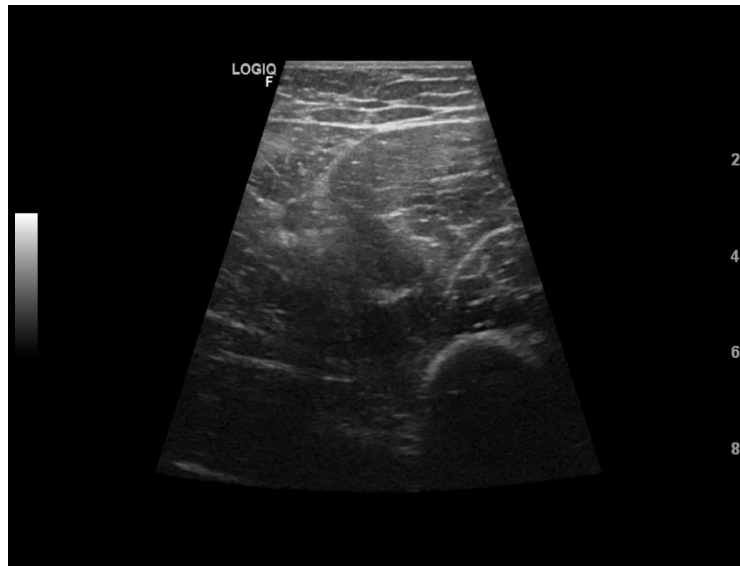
Una imagen del cuádriceps femoral tomada con ultrasonidos (imágenes de nuestro laboratorio).
